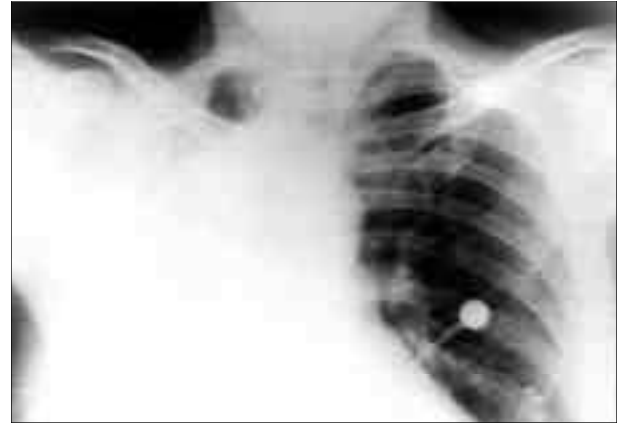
Olgu 2'ye ait PA akciğer grafisinde sol hemitoraksda yaygın homojen dansite artışı ve mediasteninin sağa doğru deviyasyonu.
